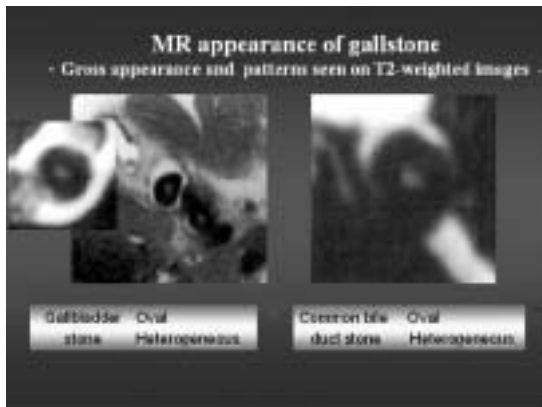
Gallbladder and common duct stones from the same patient. Magnetic resonance cholangiography (MRC) images showing the same gross appearance and pattern in both gallbladder and bile duct. The shapes of stones are oval and the patterns seen on T2-weighted image are heterogeneous showing the high signal intensity in the center of stone.
